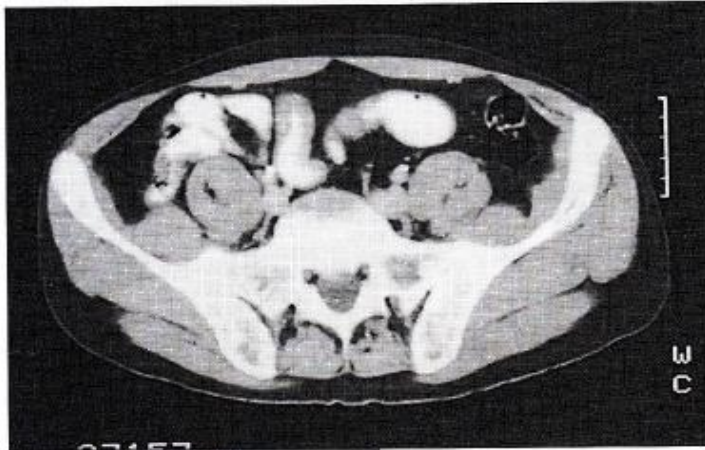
TAC de un paciente con Enfermedad de Crohn que demuestra engrosamiento de la pared de los segmentos intestinales afectados.
